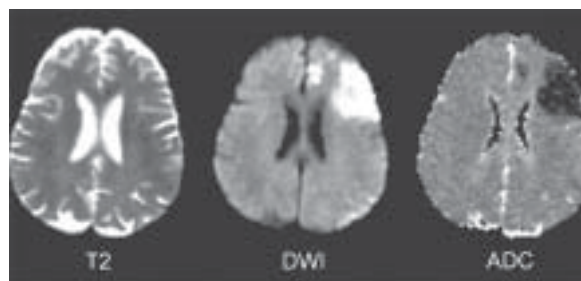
Chory, 61 lat, z utrwalonym migotaniem przedsionków, badany w pierwszych godzinach od wystąpienia prawostronnego niedowładu połowicznego: a) badanie MRI nie uwidoczniło zmian ogniskowych; b i c) badanie DWI wykonane w 3. i 9. godzinie od wystąpienia udaru — strefa zwiększonego sygnału odpowiadająca niedokrwieniu, zwraca uwagę powiększanie się ogniska
